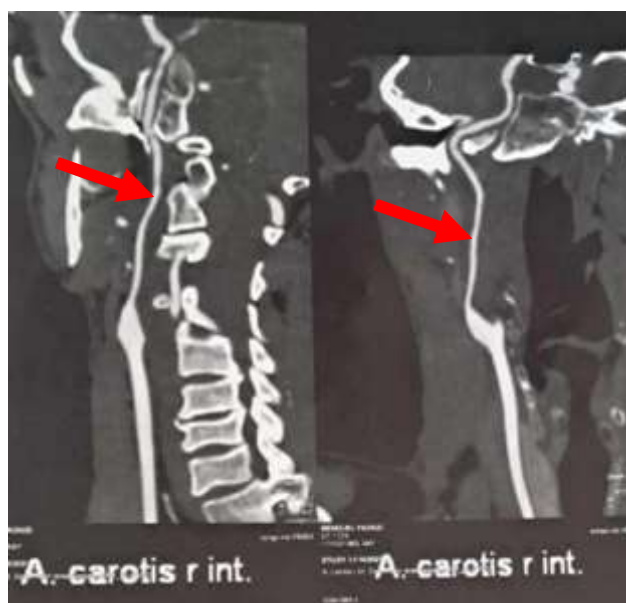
Angio-TDM des TSA objectivant une dissection de l'artère carotide interne droite étendue de sa portion post-ostéale jusqu'à sa portion cavernreuse avec occlusion du segment supra-caverneux. (M.F, âgé de 55 ans).
